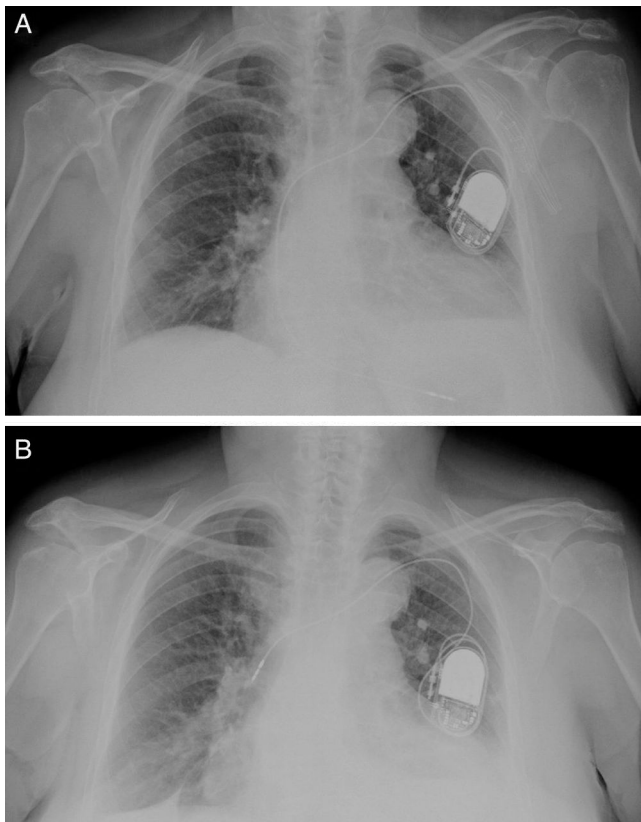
Radiografía posteroanterior de tórax. A) Tras primoimplante, con electrodo alojado en ápex del ventrículo derecho. B) Macrodislocación del electrodo evidenciada a los 2 meses del implante.
